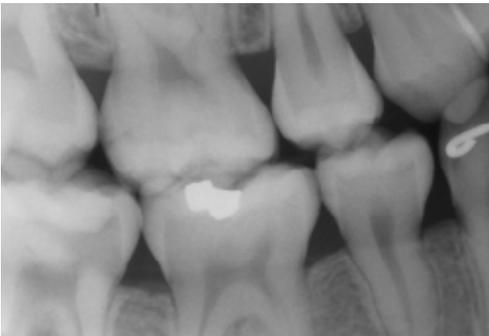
Radiografia interproximal de diagnóstico.*
